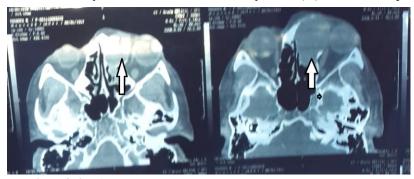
МСКТ больной Т., стрелкой указано патологическое включение
